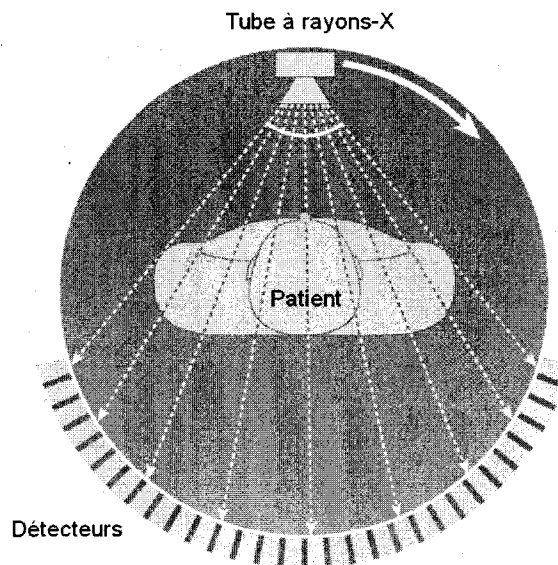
Appareil TDM où les détecteurs et le tube à rayons-X sont fixes l'un par rapport à l'autre et tournent autour du patient afin d'obtenir les projections nécessaires à la reconstruction de la coupe axiale.
